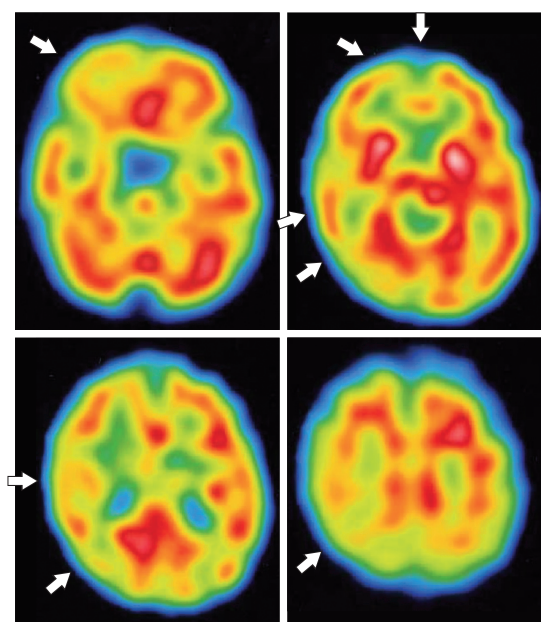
SPECT of Case 8 on day 6
